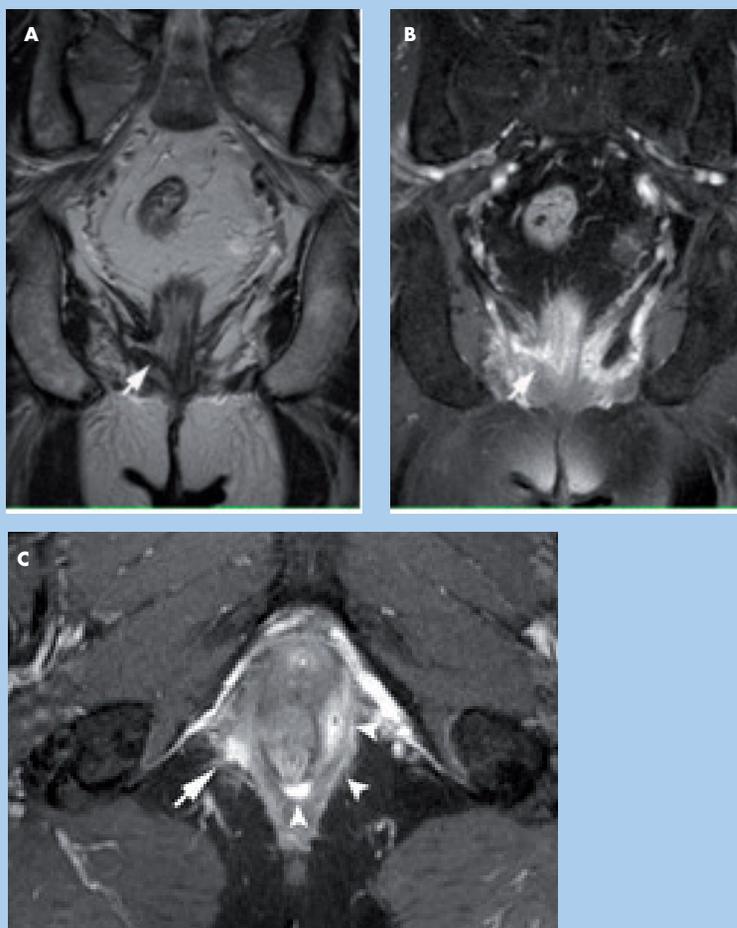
Paciente con enfermedad de Crohn perianal. Imágenes obtenidas en secuencias potenciadas en T2 en el plano coronal (A) y en T1 con supresión de la señal de la grasa y tras la administración de contraste en el plano coronal (B) y axial en el plano coronal (C). La resonancia magnética identifica el origen de una fístula transefinteriana derecha (flechas en A y B). La señal de la fístula es hiperintensa en T2 (A) debido al contenido líquido de su interior y se acompaña de una importante captación de contraste debido a los cambios inflamatorios acompañantes (B). Las imágenes obtenidas en el plano axial (C) demuestran la presencia de una extensión de la fístula en el espacio interesfinteriano (puntas de flecha), mientras que el trayecto fistuloso (flecha) discurre lateral al esfínter anal externo dirigiéndose al periné.
